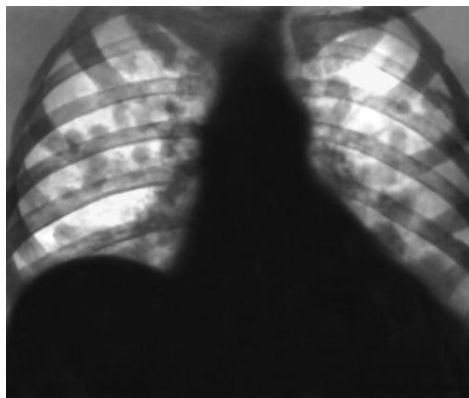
Обзорная рентгенограмма ОГК. Синдром ограниченной диссеминации. Очаги воспалительной инфильтрации при острой пневмонии
